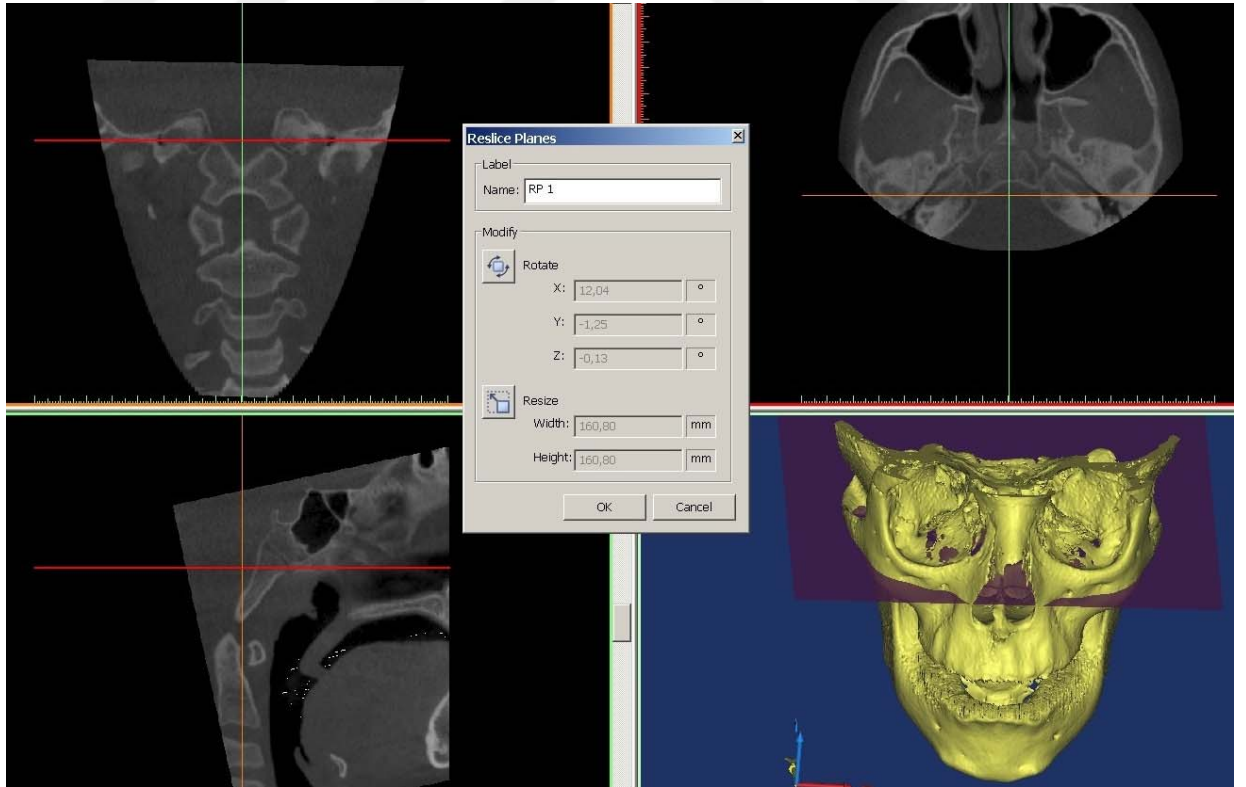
Oluşturduğumuz düzlemin tomografi görüntüsü üzerinde gösterilmesi
